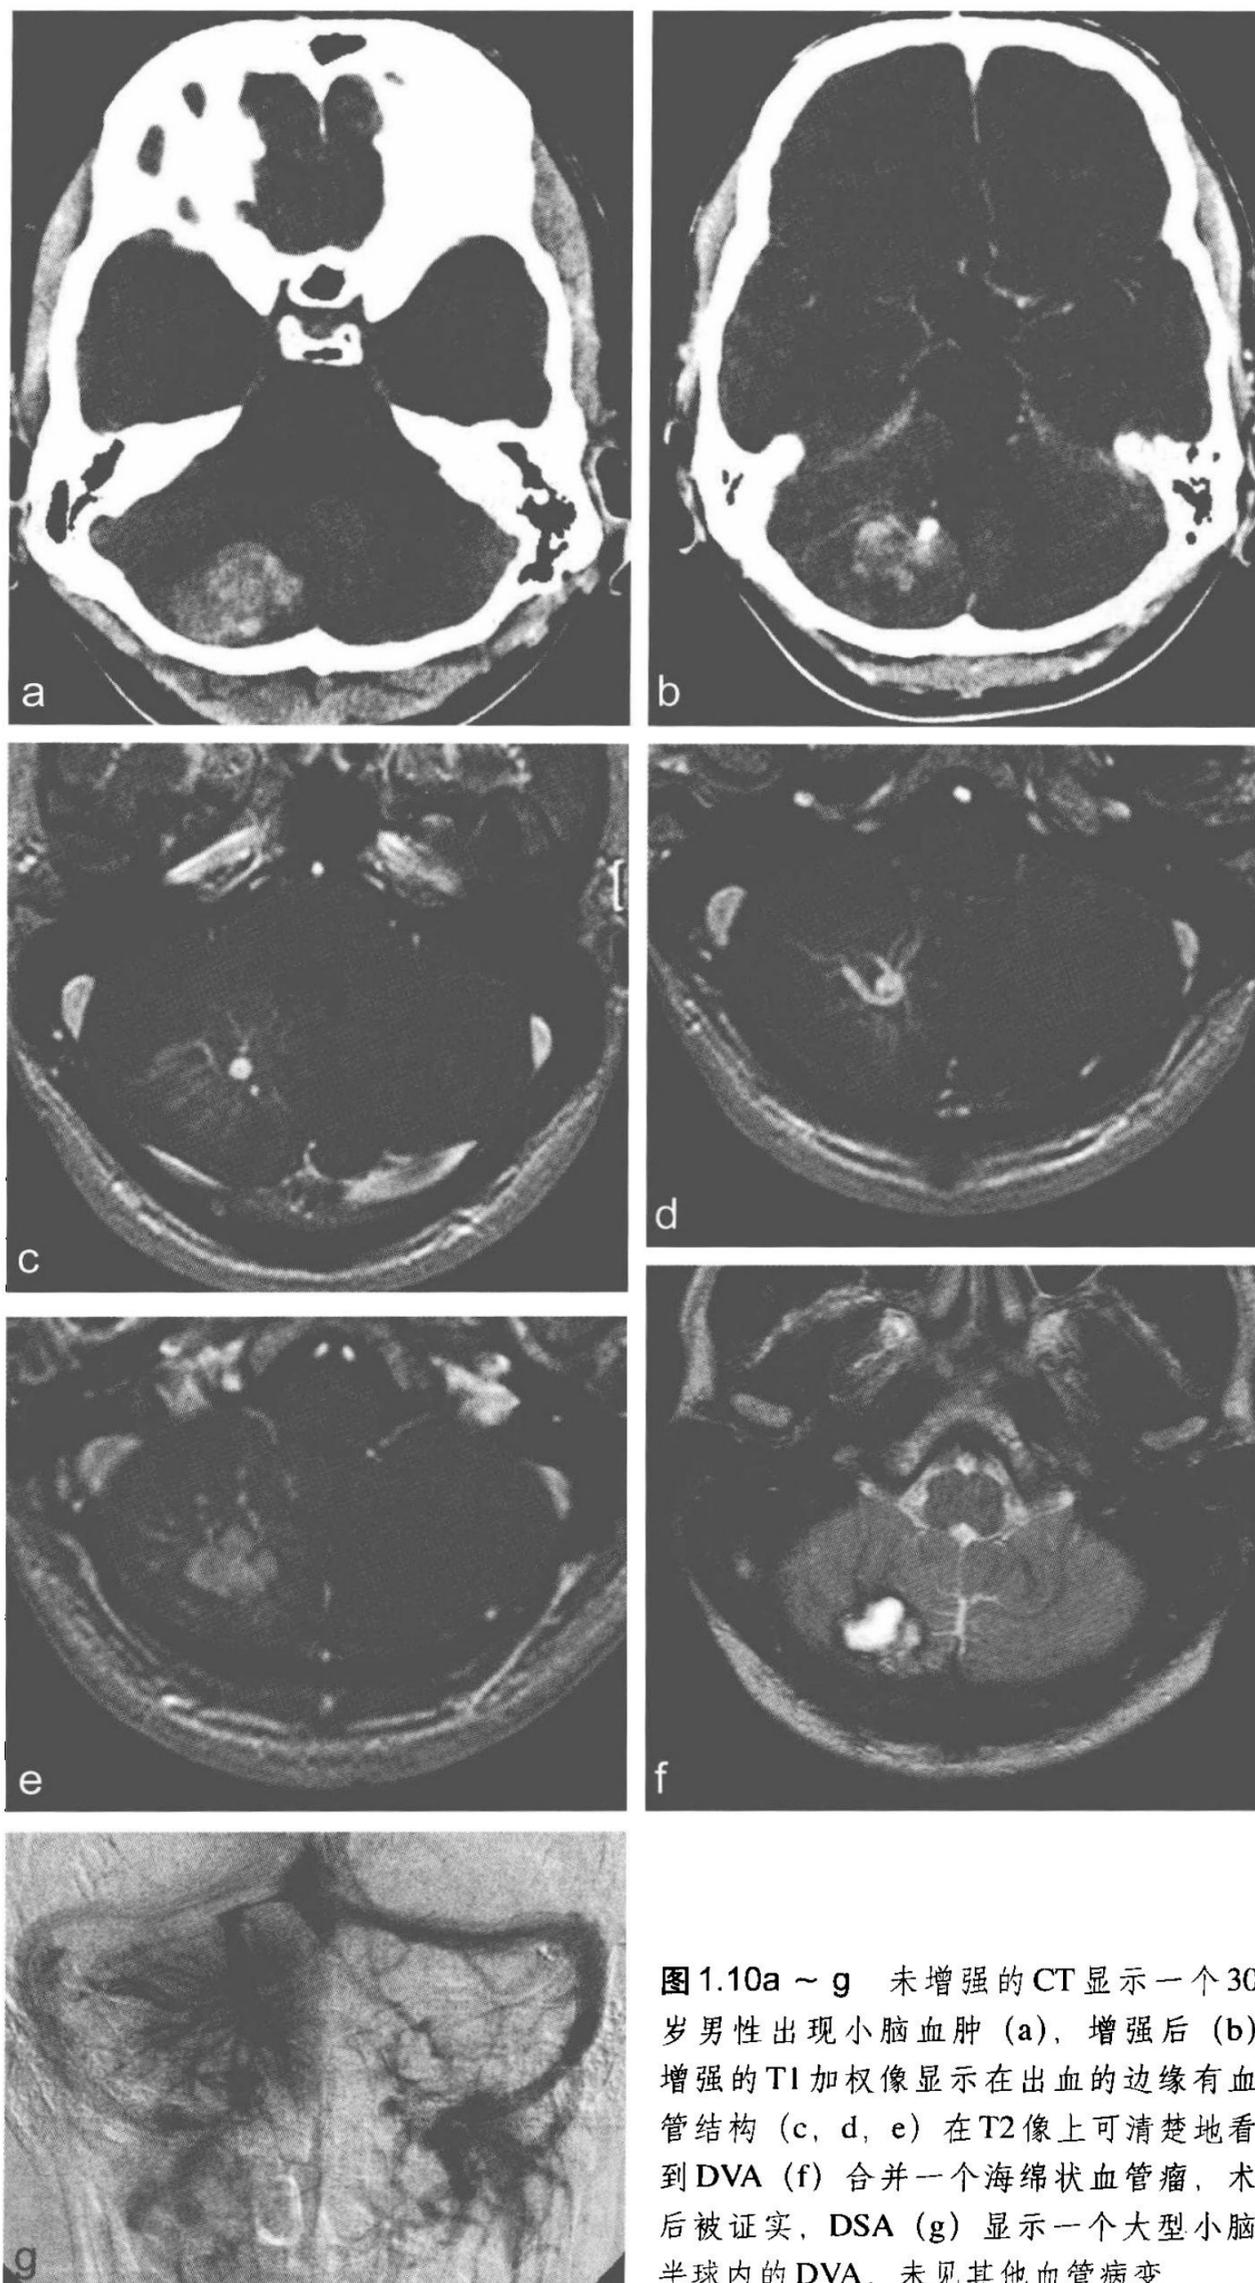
~ g 未增强的CT显示一个30岁男性出现小脑血肿 (a), 增强后 (b) 增强的T1加权像显示在出血的边缘有血管结构 (c, d, e) 在T2像上可清楚地看到DVA (f) 合并一个海绵状血管瘤, 术后被证实, DSA (g) 显示一个大型小脑半球内的DVA, 未见其他血管病变
